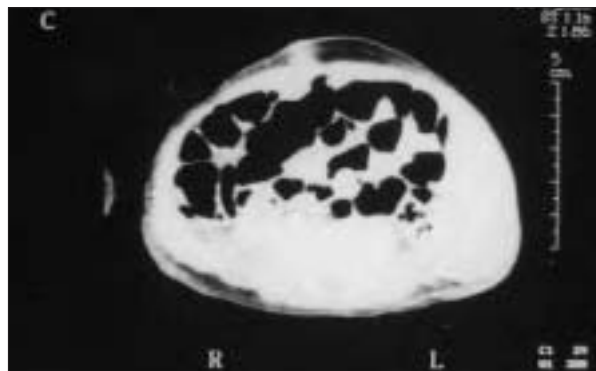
TC abdominal que refleja el desplazamiento hacia delante de las asas intestinales por lesiones linfangiomatosas intraabdominales.
